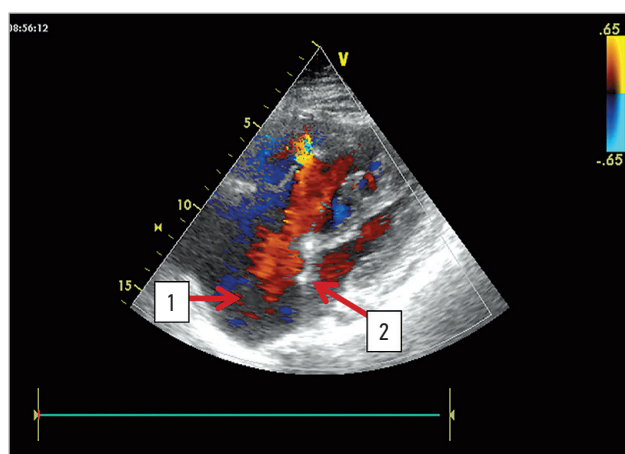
Хроническая постэмболическая легочная гипертензия: 1 – дилатация правых отделов сердца; 2 – открытое овальное окно. Эхокардиография в В-режиме (из архива Е.И. Минлекаевой)
